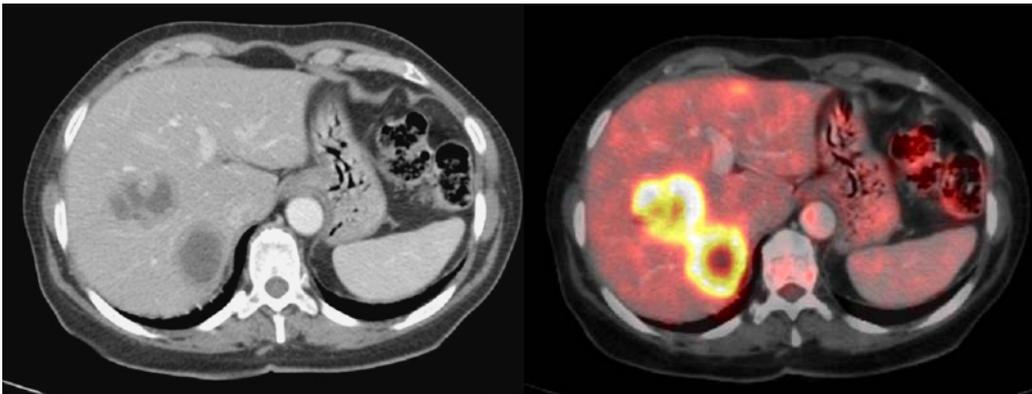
PET CT. Metástasis hepáticas de CaCu, la imagen de TC y la fusión PET CT, mostrando dos lesiones hepáticas hipercaptantes de forma periférica, con centro hipodenso, sugestivo de necrosis.
